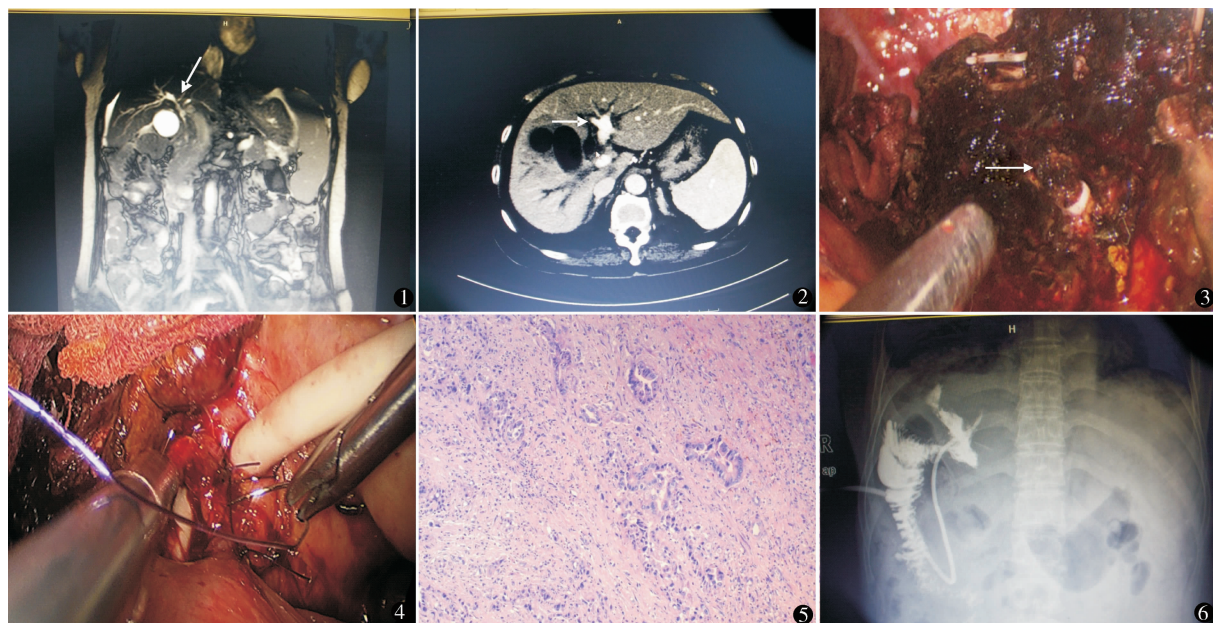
MRI 示左右肝管汇合处及胆总管上段梗阻 图 2 CT 示右肝管扩张 图 3 右肝、尾叶切除断面(箭头:左肝管) 图 4 左肝管放置 T 管、肝管空肠吻合 图 5 镜下可见腺癌成分,肿瘤由中分化腺管和无腺管区(低分化)构成,在基层内浸润性生长(HE 染色 $\times 100$) 图 6 术后 T 管造影示胆肠吻合畅通
